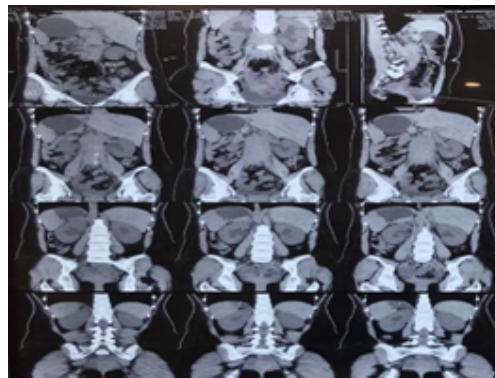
Non-contrast abdominal and pelvic MRI for the first patient
